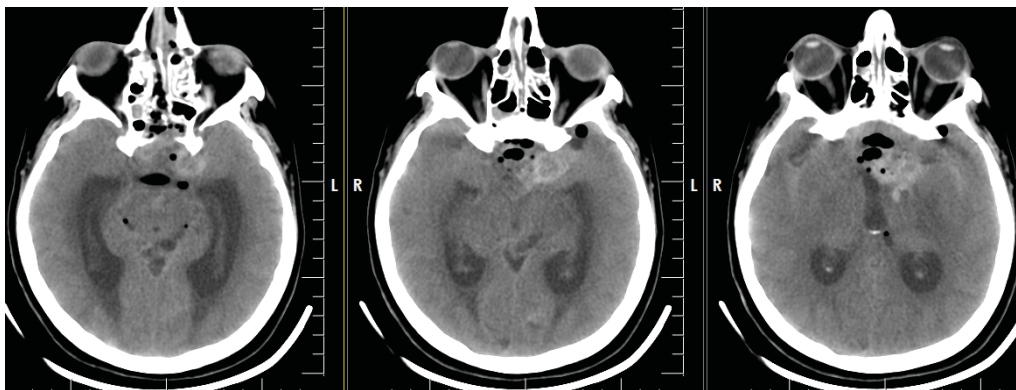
СКТ-головного мозга. Кровоизлияние в остатки опухоли на 1 сутки после эндоназального удаления аденомы гипофиза
